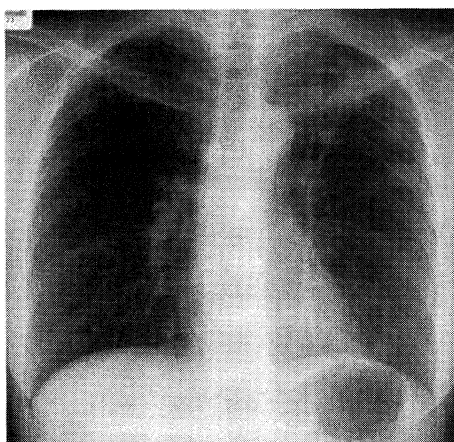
Chest radiograph showing left multiple nodular shadows.
